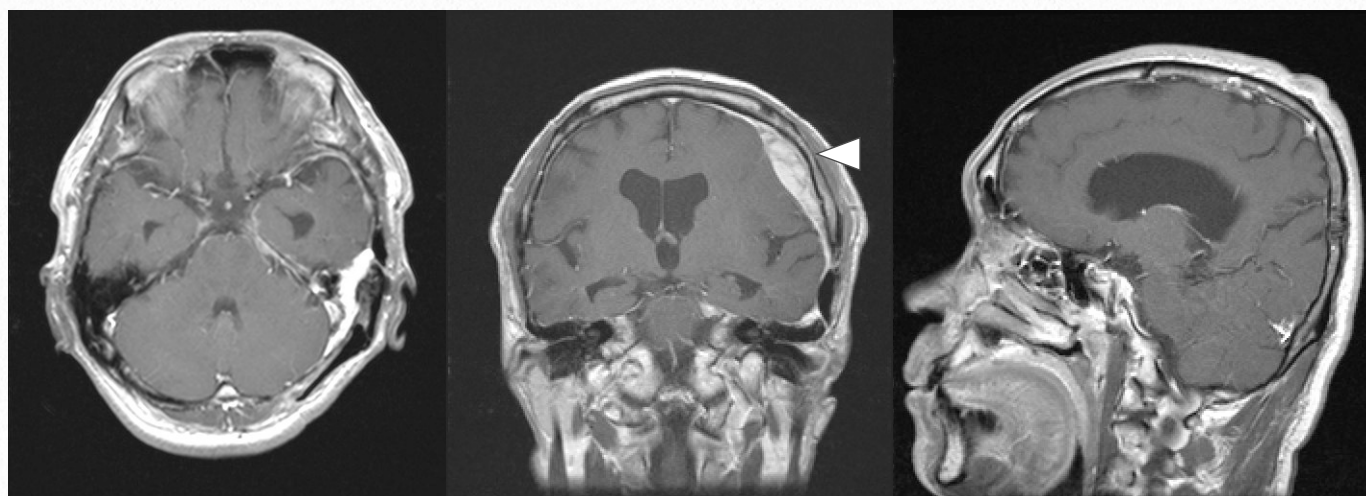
症例9・術後頭部MRI：腫瘍は前摘出されていた。左前頭部円蓋部に急性硬膜下血腫の形成が観察された（△）。髄液漏は観察されなかった。
